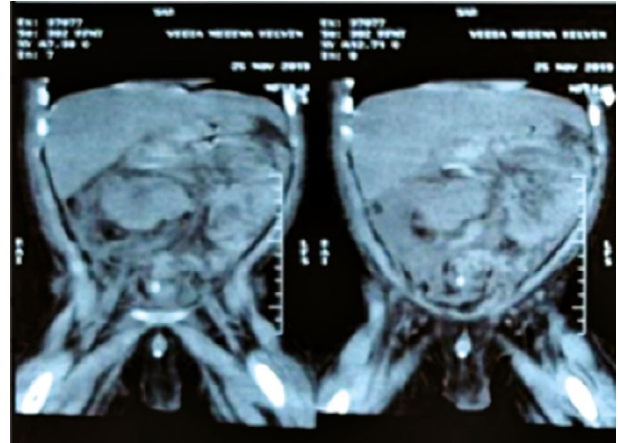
TAC de abdomen: Riñón en herradura, con displasia contralateral; lito a nivel de uréter distal.
